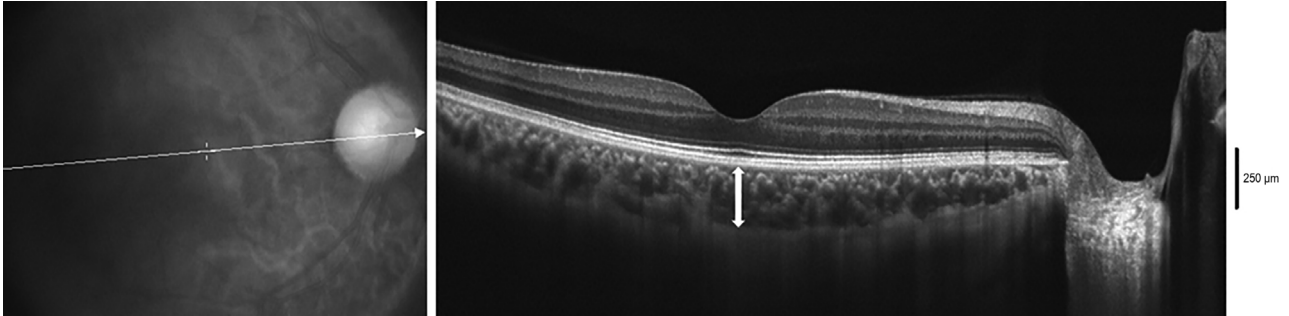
Choroidal thickness of the macula. The image was acquired using the RTVue FD-OCT. The macular thickness is measured horizontally at 3 points: fovea, 750 μ m nasal from the fovea, 750 μ m temporal from the fovea (double headed white arrow: measurements line between the retinal pigment epithelium and sclera at the fovea). FD-OCT = Fourier domain-optical coherence tomography.
